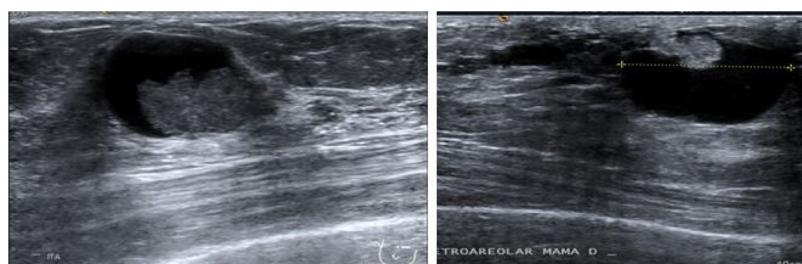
Ecografía mamaria con nódulo hipoecocio de 10 mm de márgenes indistintos y aspecto indeterminado con proliferación mural.
